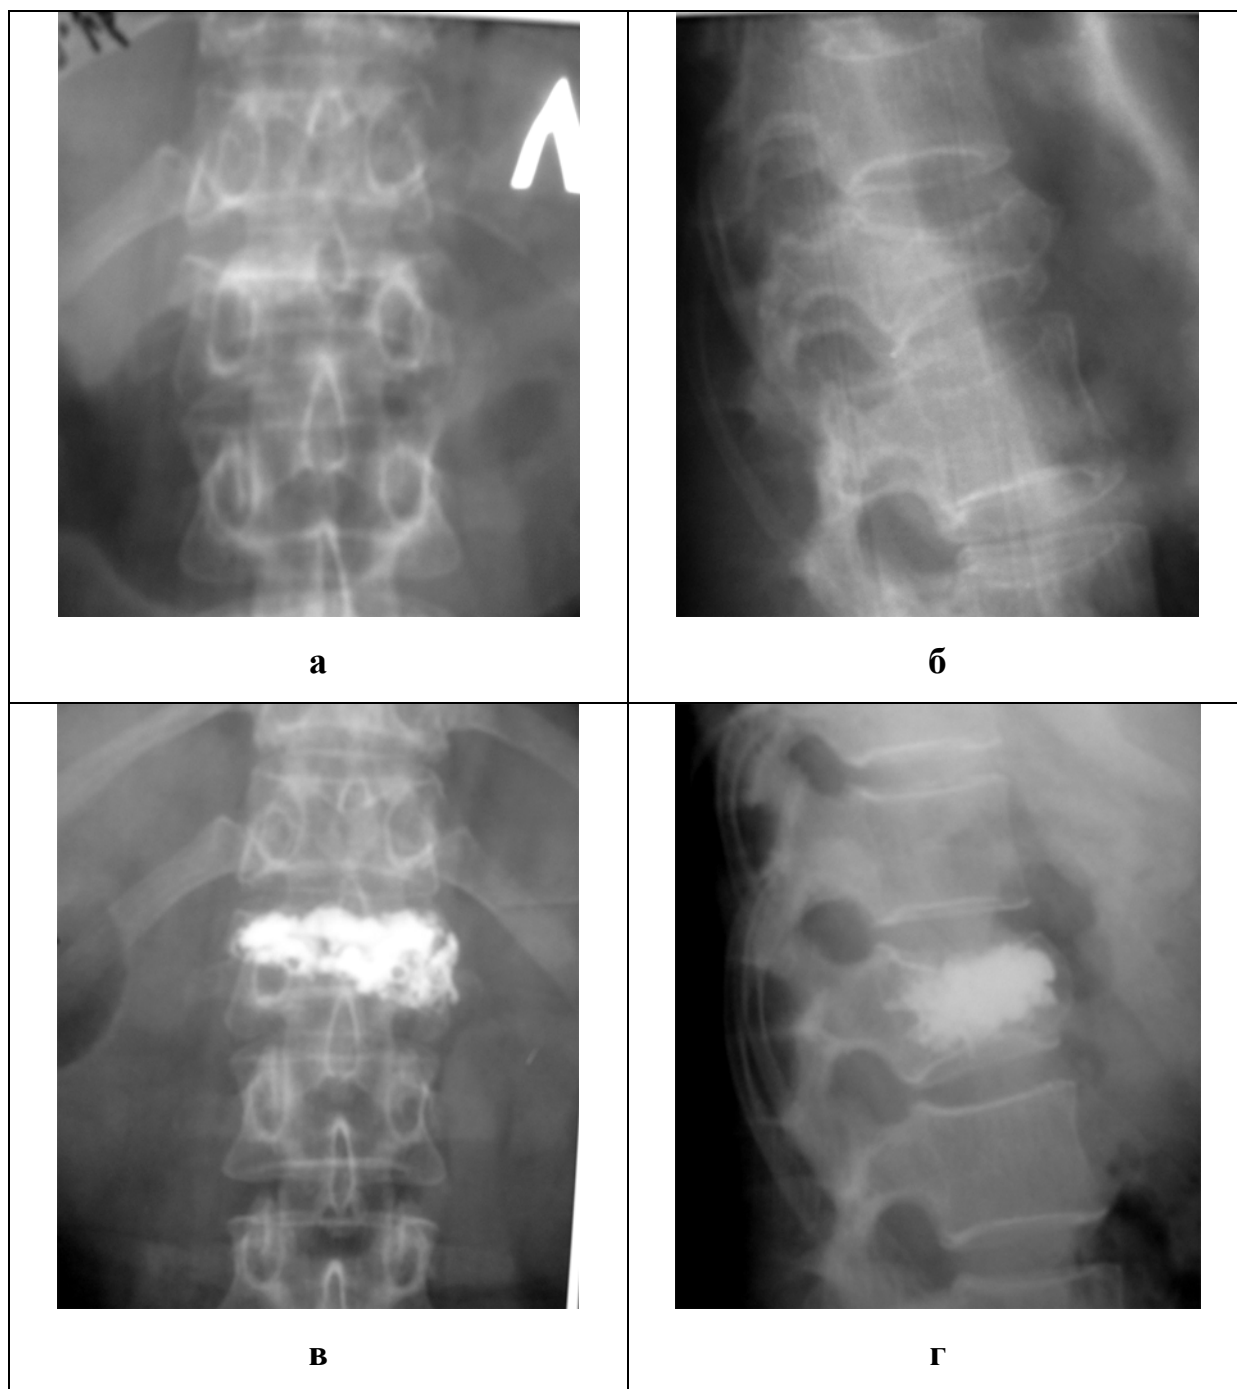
а, б – остеопорозный компрессионный перелом L₁ позвонка в прямой и боковой проекции; в, г – контрольные рентгенограммы после операции
